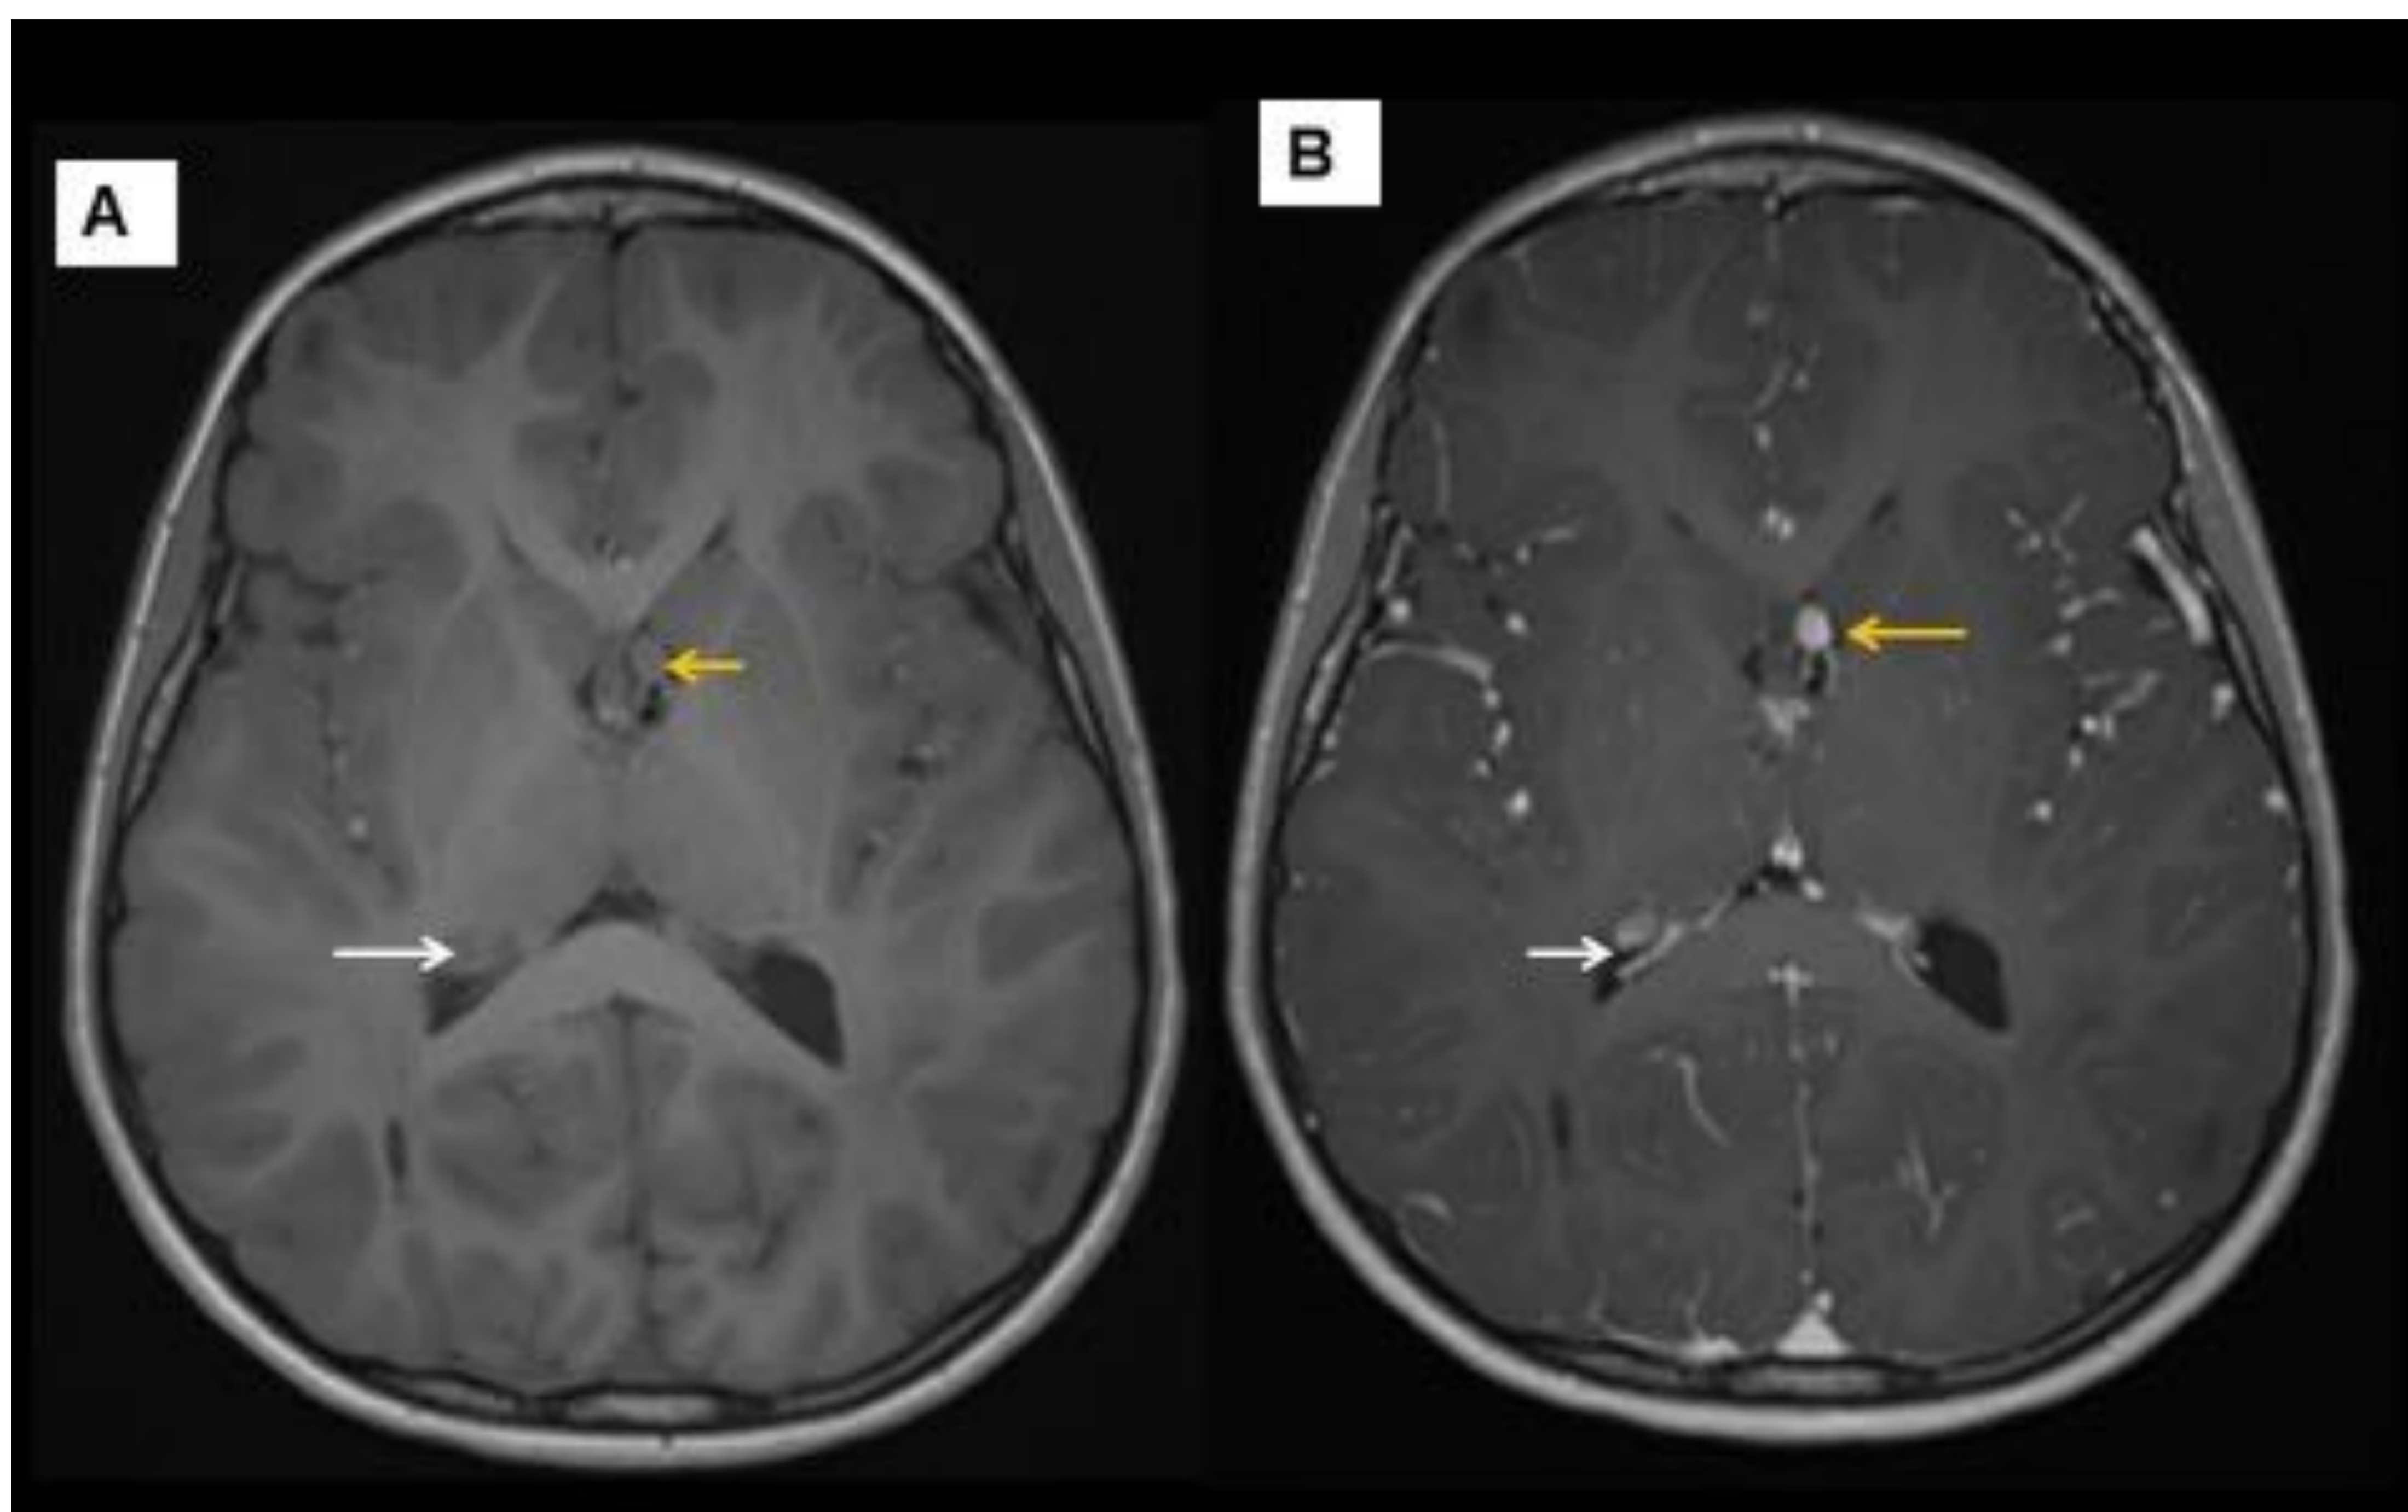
Paciente 2. RM cerebral axial T1 pre- (A) y T1 post- contraste (B) con nódulos subependimarios en foramen de Monro izquierdo (flecha amarilla) y en asta occipital del ventrículo lateral derecho (flecha blanca) que realzan homogéneamente tras la administración de contraste.
